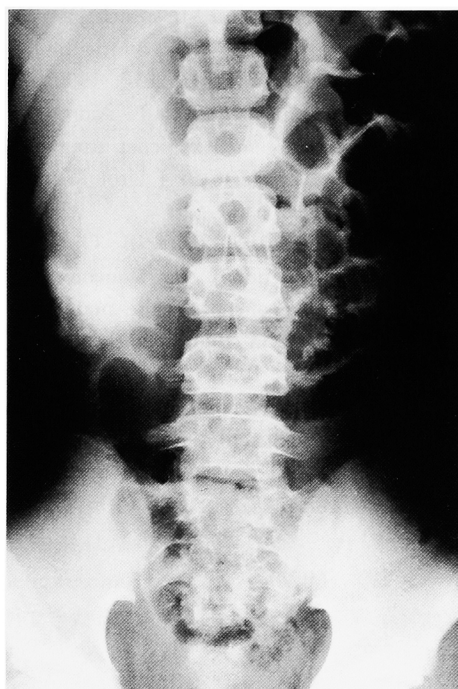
KUB radiograph of Case 2 taken after CT-scan demonstrating residual contrast material and left-shifted colon gas.
